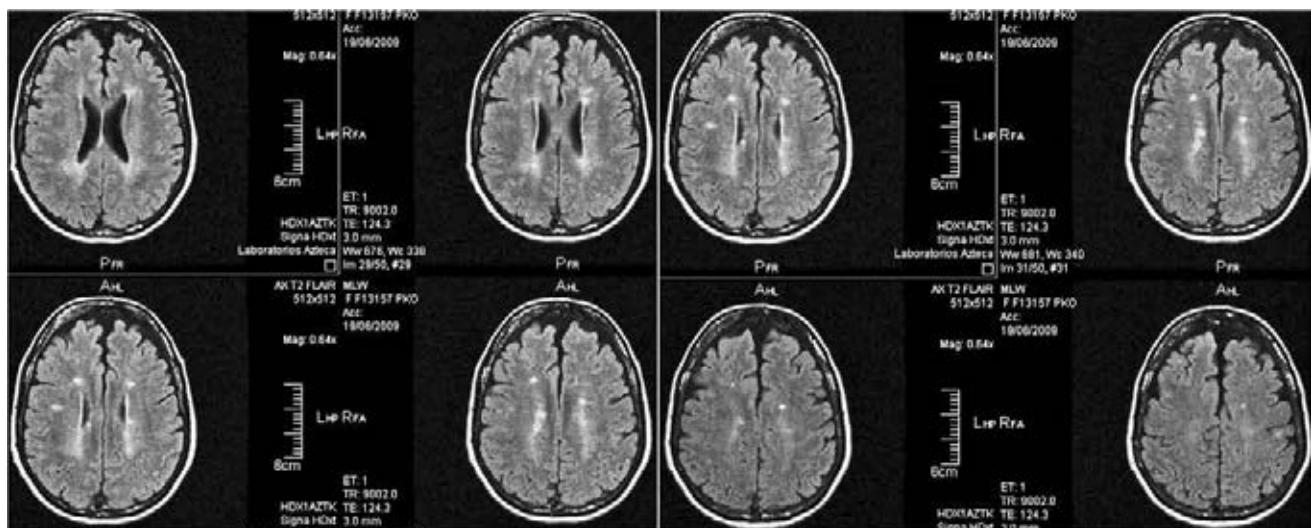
Resonancia magnética de uno de los pacientes con control al año de tratamiento.
